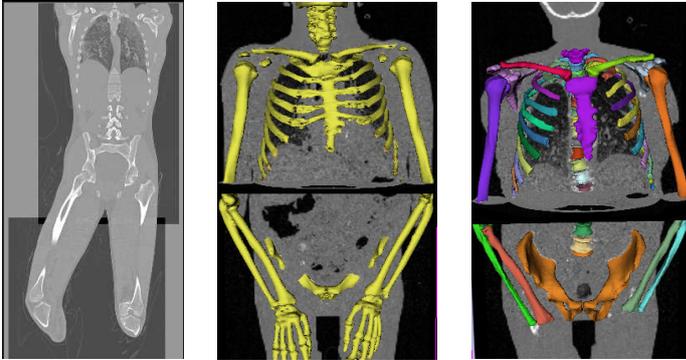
(a) exemple de CT scan, (b) segmentation d'initialisation, (c) registration d'un maillage générique.
